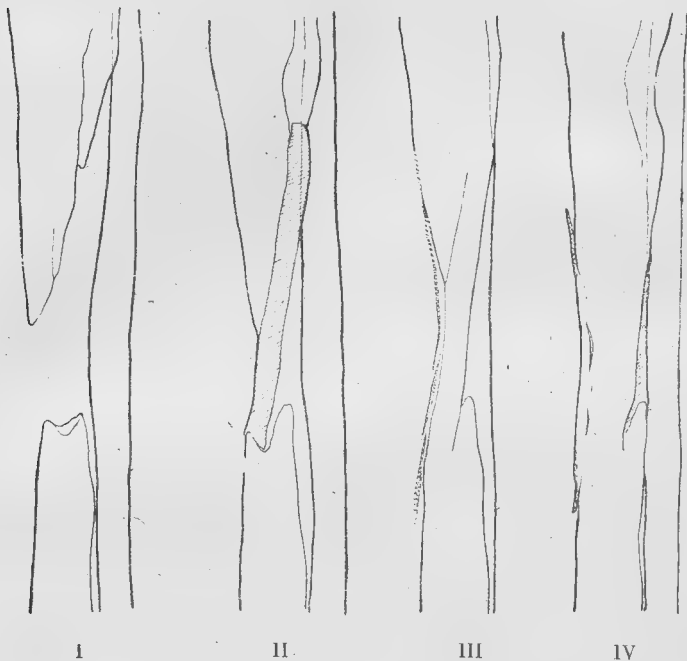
à 4. — I. État de la perte de substance primitive. — II. État de la greffe péronière au bout de six mois; persistance d'une pseudarthrose fibreuse entre le greffon et le fragment inférieur. — III. Greffes ostéo-périostées complémentaires. La radiographie faite de face ne montre que les greffes disposées à la face antéro-externe et non celles mises en place à la face postéro-interne du tibia. — IV. Résultat définitif un an après la première intervention, six mois après la seconde. Dans le bloc osseux de nouvelle formation, on reconnaît encore le greffon péronier et les greffes ostéo-périostées. A la face externe du tibia, celles-ci ont abouti à la formation de jetées osseuses qui comblent tout l'espace intertibia-péronien.
